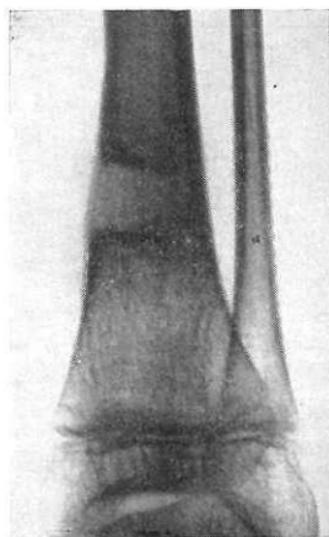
Radiografía que muestra el tapón colocado en su lugar.
